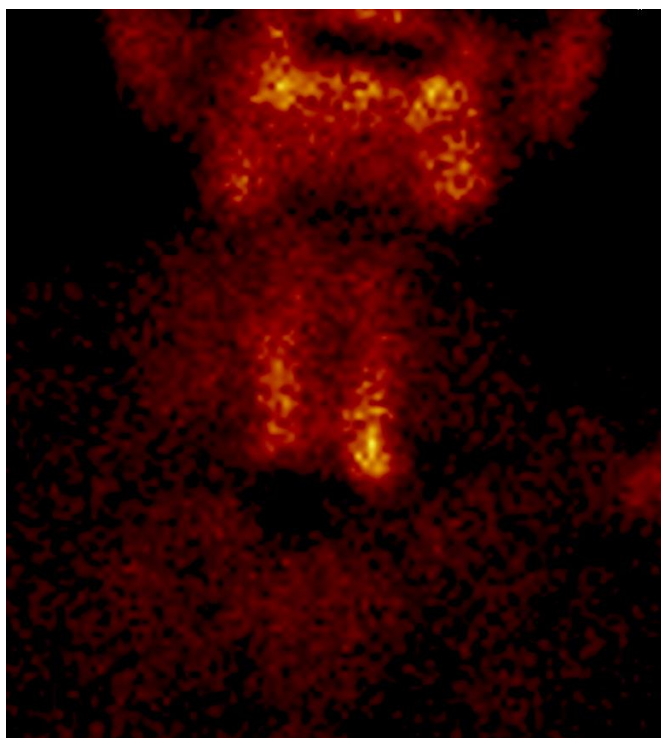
Сцинтиграмма аденомы ОЩЖ (указана стрелкой). (Больная Г., 67 лет, и/б №24217.)
